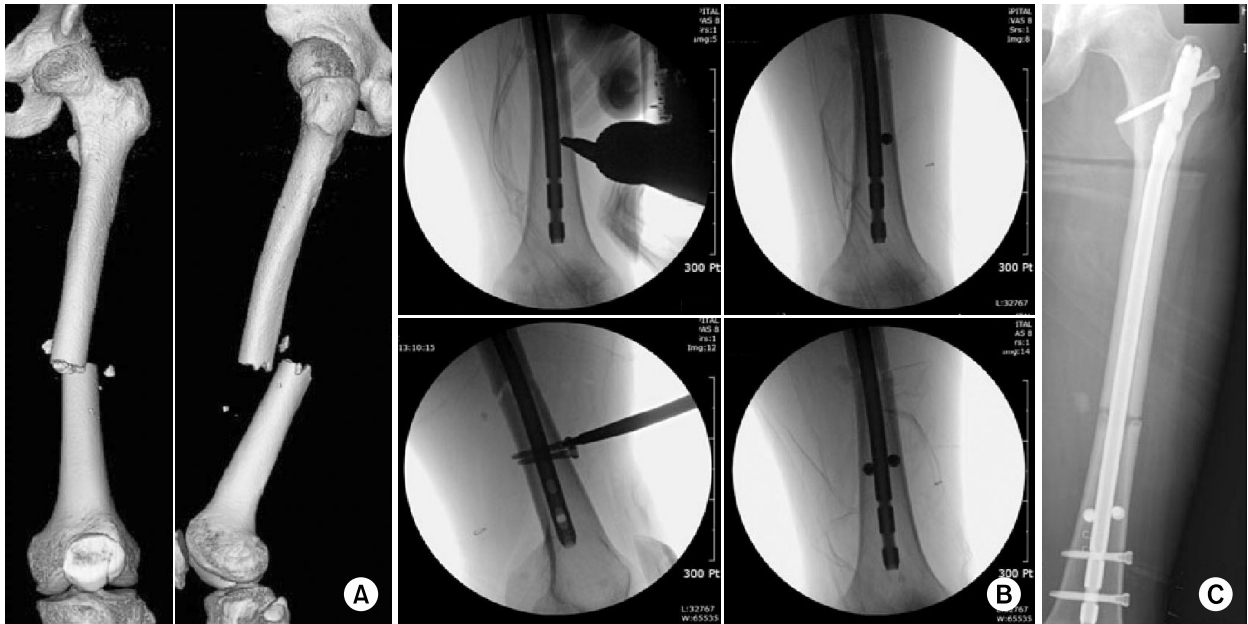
(A) Three-dimensional-reconstructed computed tomography image shows a fragmented wedge fracture at the femur shaft infraisthmal area. (B) Intra-operative C-arm images show the sequence of Poller screw insertion. (C) Postoperative radiograph shows a well reduced femur with good positioned Poller screws.
